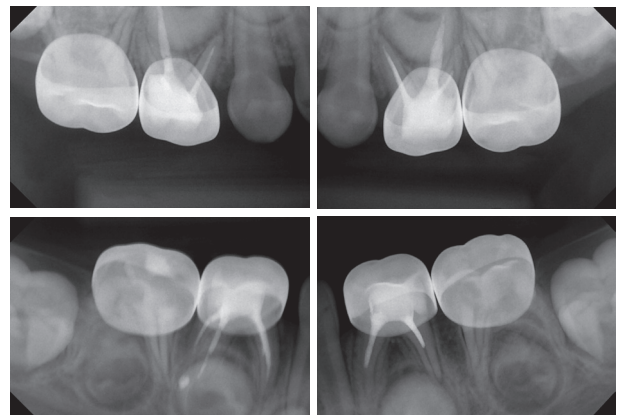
Intraoral radiograph after treatment.
